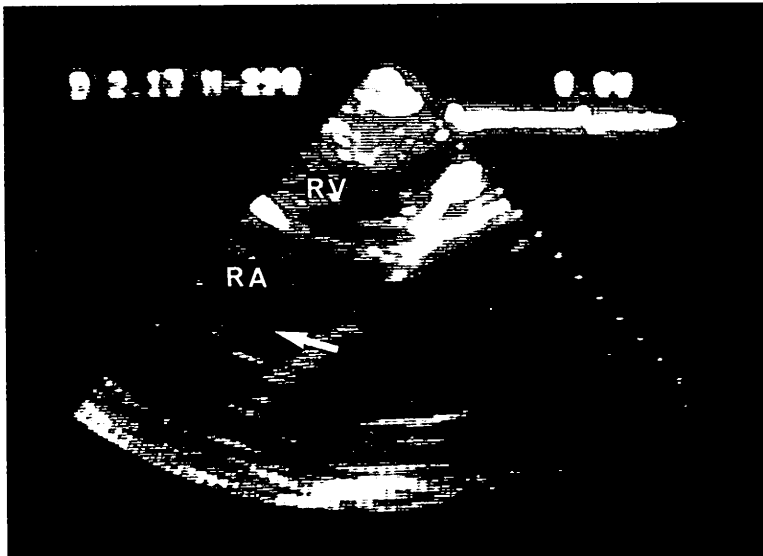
Contrast echocardiogram using 76% Urographin (Case 1).
